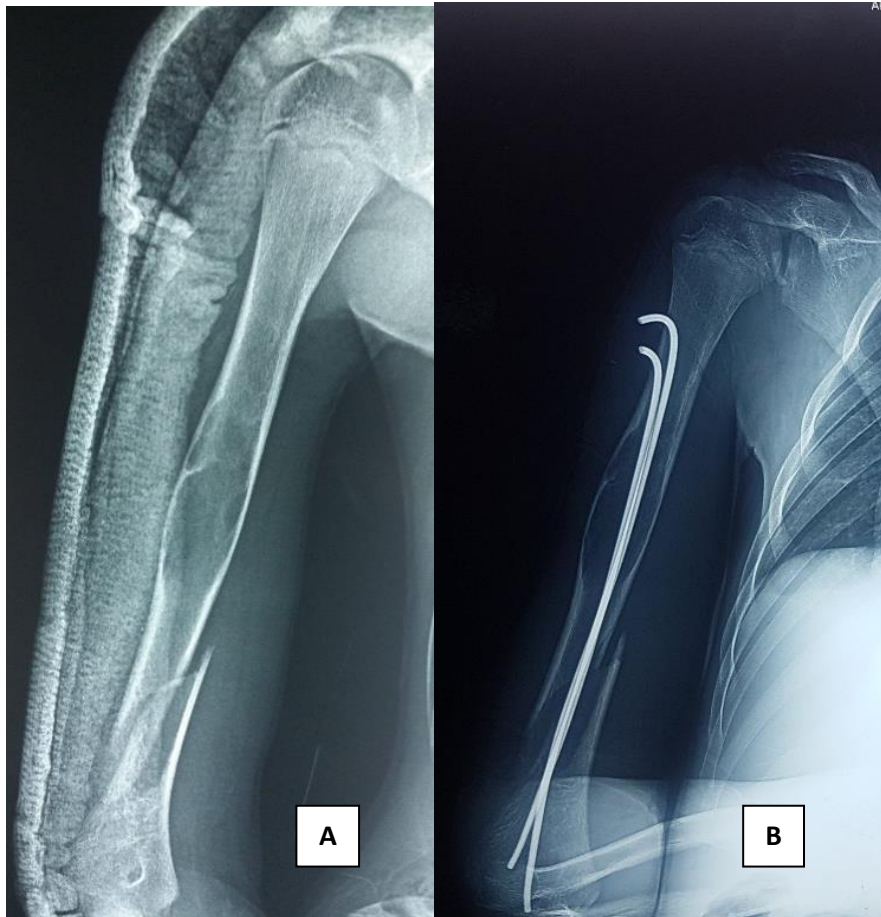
radiographie standard de l'humérus droit (A) chez un patient âgé de 13 ans (cas n° 6), montrant une fracture diaphysaire de l'humérus déplacée en angulation sur kyste osseux essentiel, traité par ECMES descendant seul (B).
